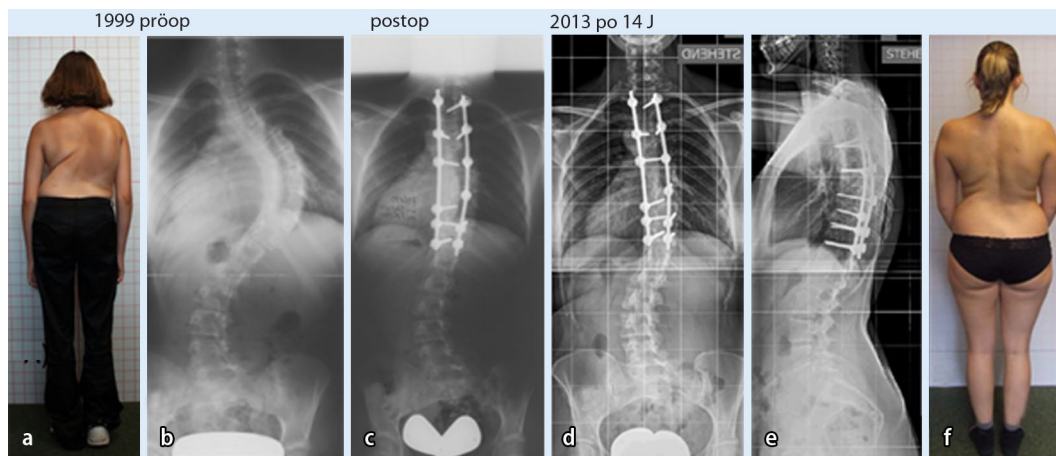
▲ Patientin aus *Der Orthopäde* 2000 [6]. Verlauf über 14 Jahre nach thorakoskopischem Release und dorsaler Fusion Th2–Th11 (kaudaler Endwirbel). Erfolgreiche Verlagerung des distalen Versteifungsendes in die stabile Zone. Koronare sowie Hypokyphosekorrektur und indirekte Rippenbuckelverbesserung ohne Korrekturverlust. Keine proximale junktionale Kyphose, weitgehender Erhalt der lumbalen Spontankorrektur; 2 erfolgreiche Schwangerschaften, voll berufstätig. a Klinisches Bild präoperativ; b präoperatives Röntgen Bild; c direkt postoperatives Röntgen Bild; d, e Röntgen Bilder 14 Jahre postoperativ; f klinisches Bild 14 Jahre postoperativ
